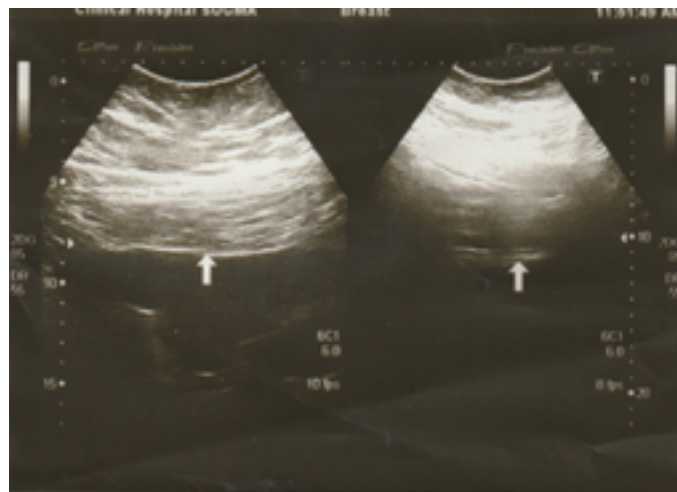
Толщина передней брюшной стенки по данным УЗИ в горизонтальном положении (слева - правое подреберье - 10 см, справа - правая подвздошная область - 14 см)
